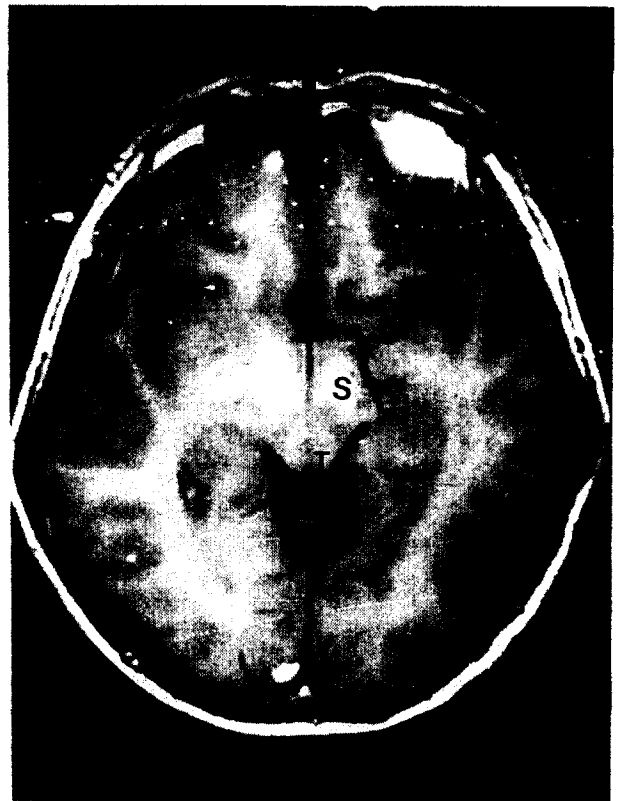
Axial T1 weighted MR image at the midbrain level shows increased signal intensity in substantia nigra and Tectum
